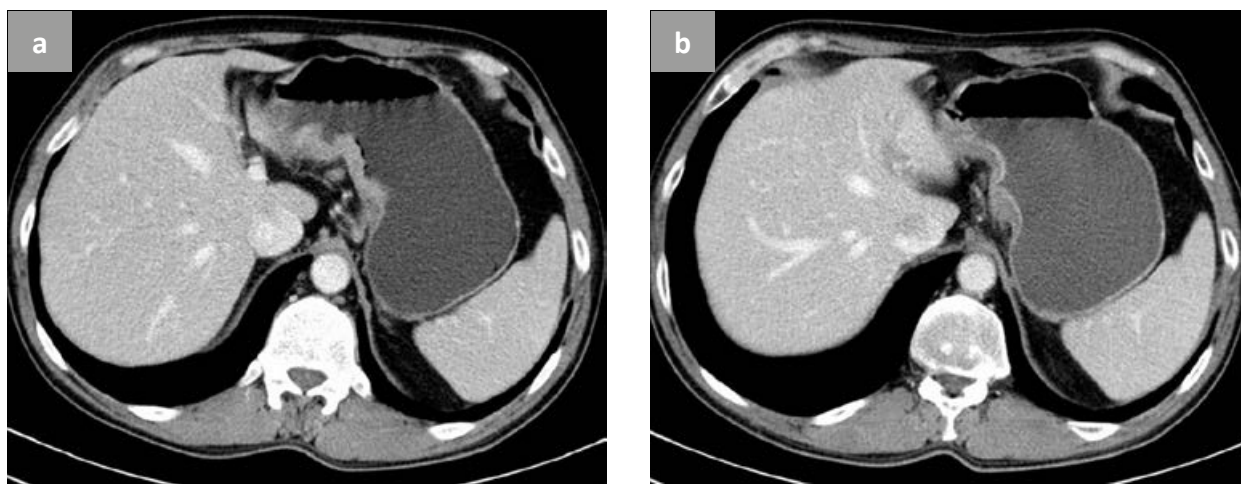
КТ-симптомы изменения структуры опухоли. Рак тела и антрального отдела желудка: а – до лечения структура опухоли неоднородная с хаотичным расположением участков различной плотности; б – после химиолучевого лечения структура остаточной опухоли имеет слоистое строение, отмечается выраженное накопление контрастного вещества в слизистой оболочке желудка
